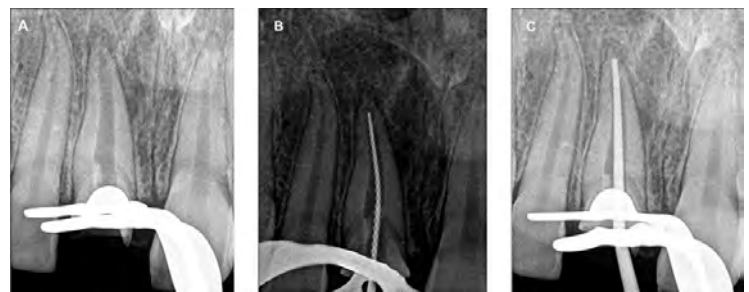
Radiografías periapicales A Desobturación radicular, B Conductometría, C Conometría
